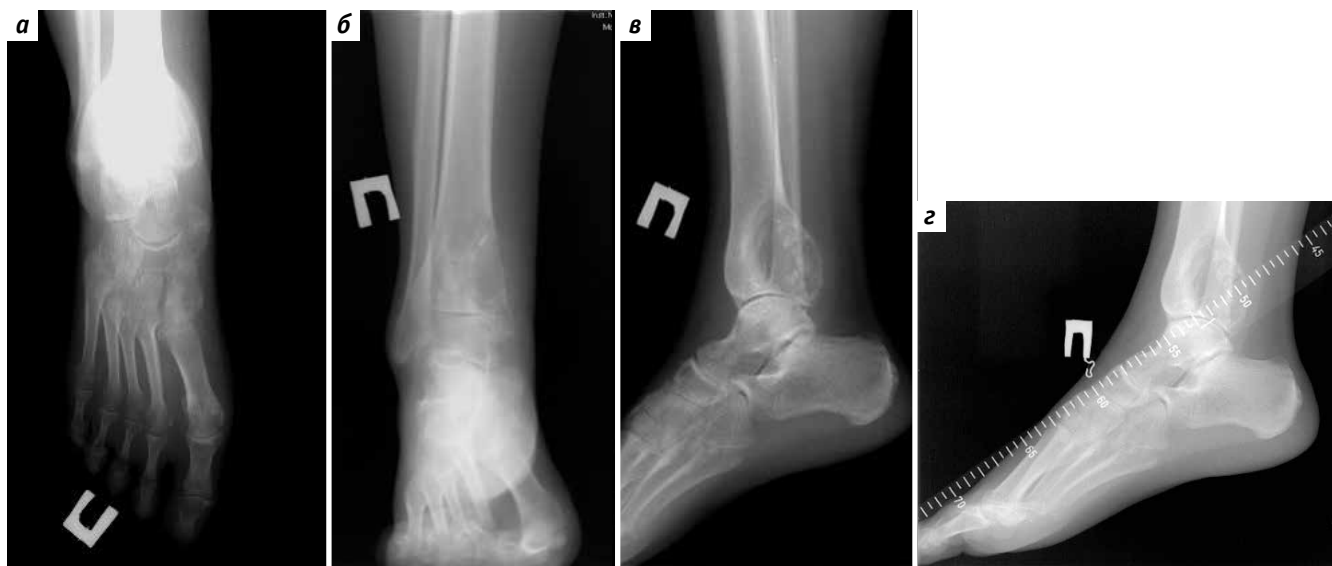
Рентгенография перед эндопротезированием: прямая (а, б) и боковая (в, з) проекции
